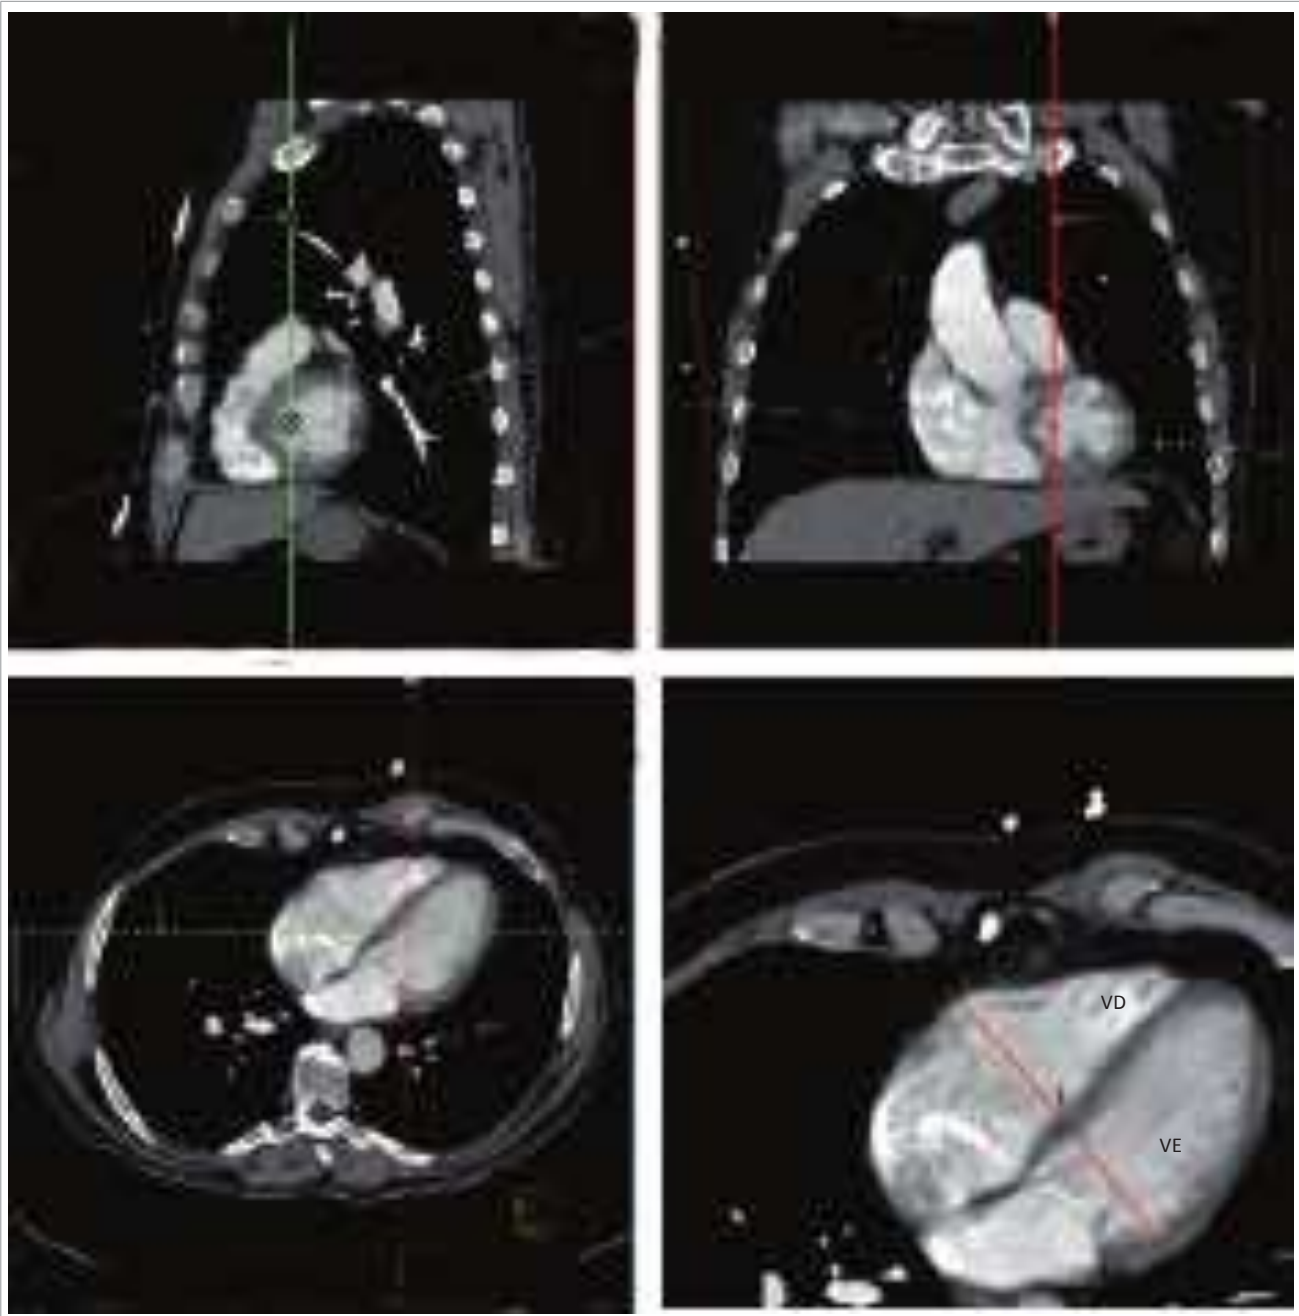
Tomografia helicoidal (quatro câmaras) – mensuração axial das cavidades ventriculares (plano valvar).
